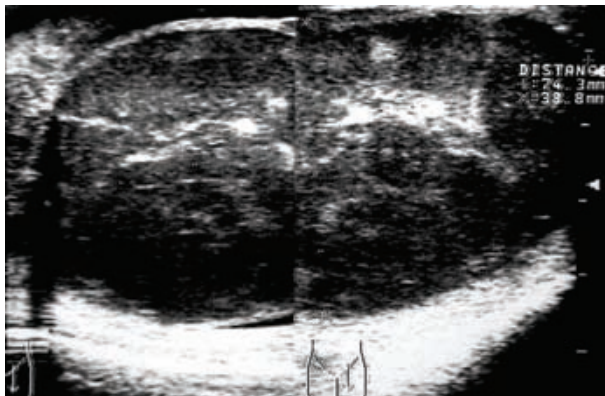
Ultrasonido de testículo derecho.
